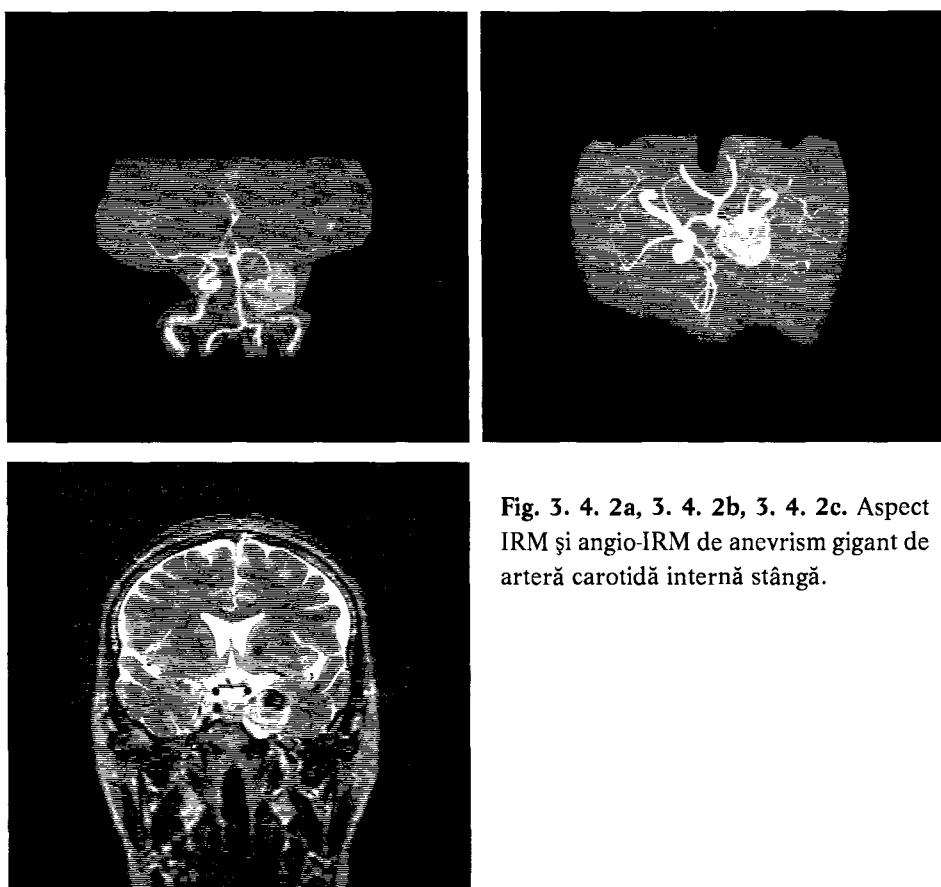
4. 2a, 3. 4. 2b, 3. 4. 2c. Aspect IRM și angio-IRM de anevrism gigant de arteră carotidă internă stângă.
